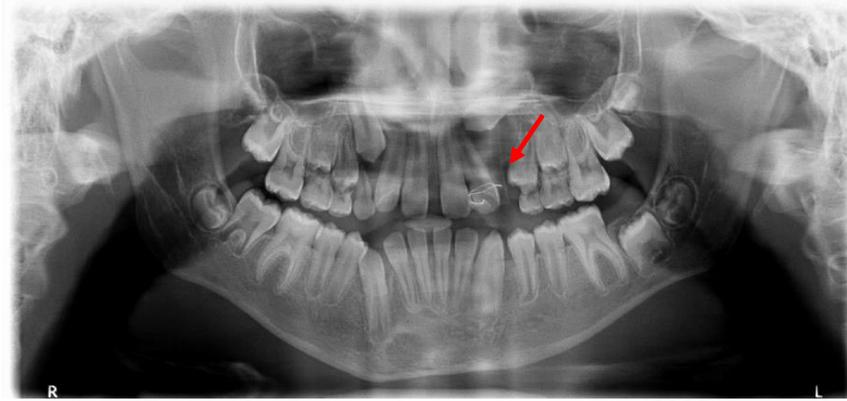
Radiografia panorâmica (julho/2023)
